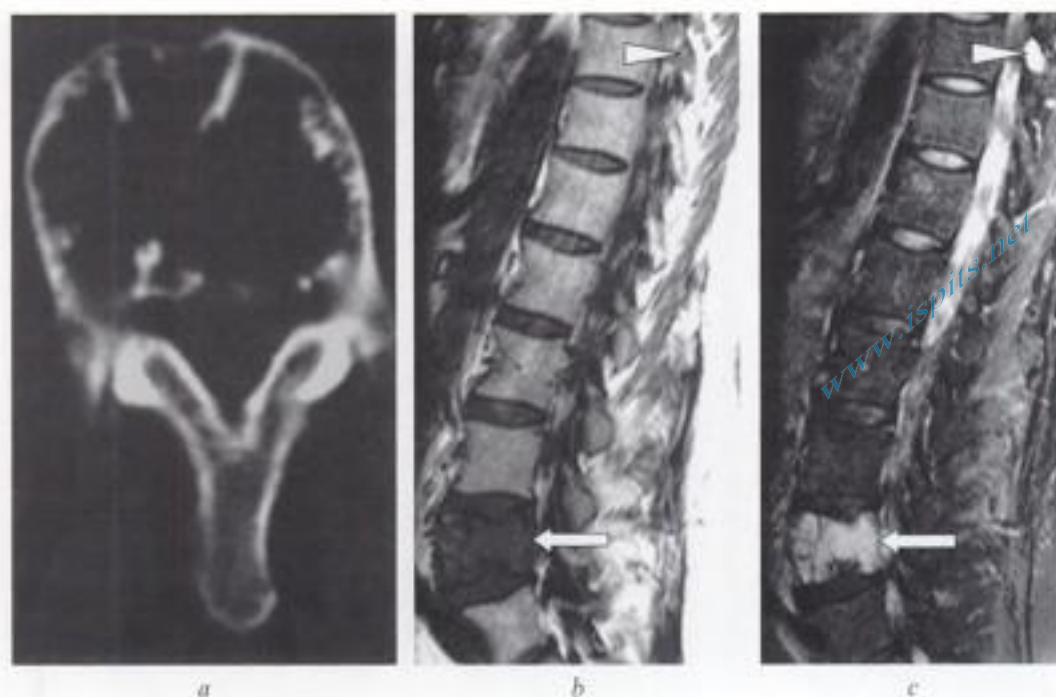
Plasmocytome de L4 s'avérant être un myélome multiple en IRM.
